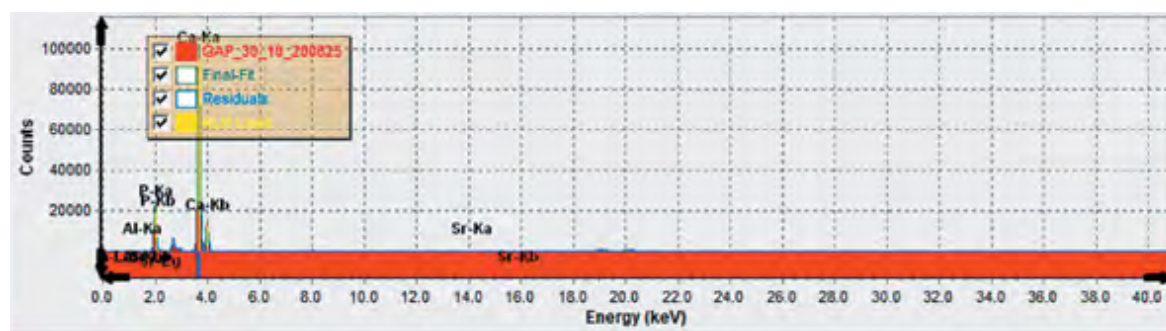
Результаты энергодисперсионного рентгенофлуоресцентного анализа образца гидроксиапатита
